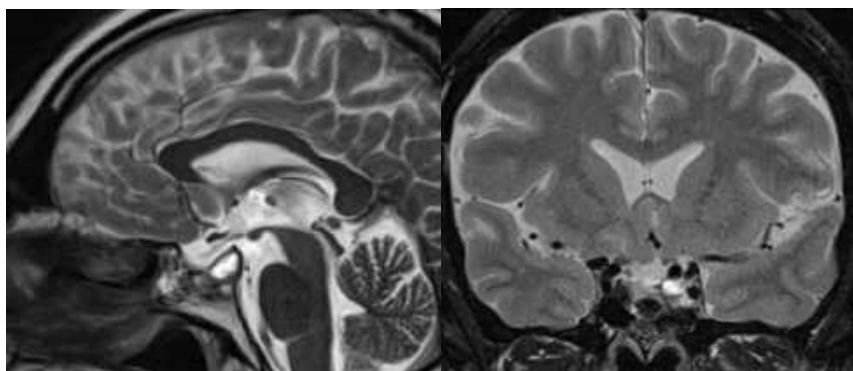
Спостереження №41. Хворий К-ик, (історія хвороби №4438/2; 1098/2). Контрольна МРТ в післяопераційному періоді у хворого оперованого із застосуванням трансфеноїдального підходу в 2 етапи.
